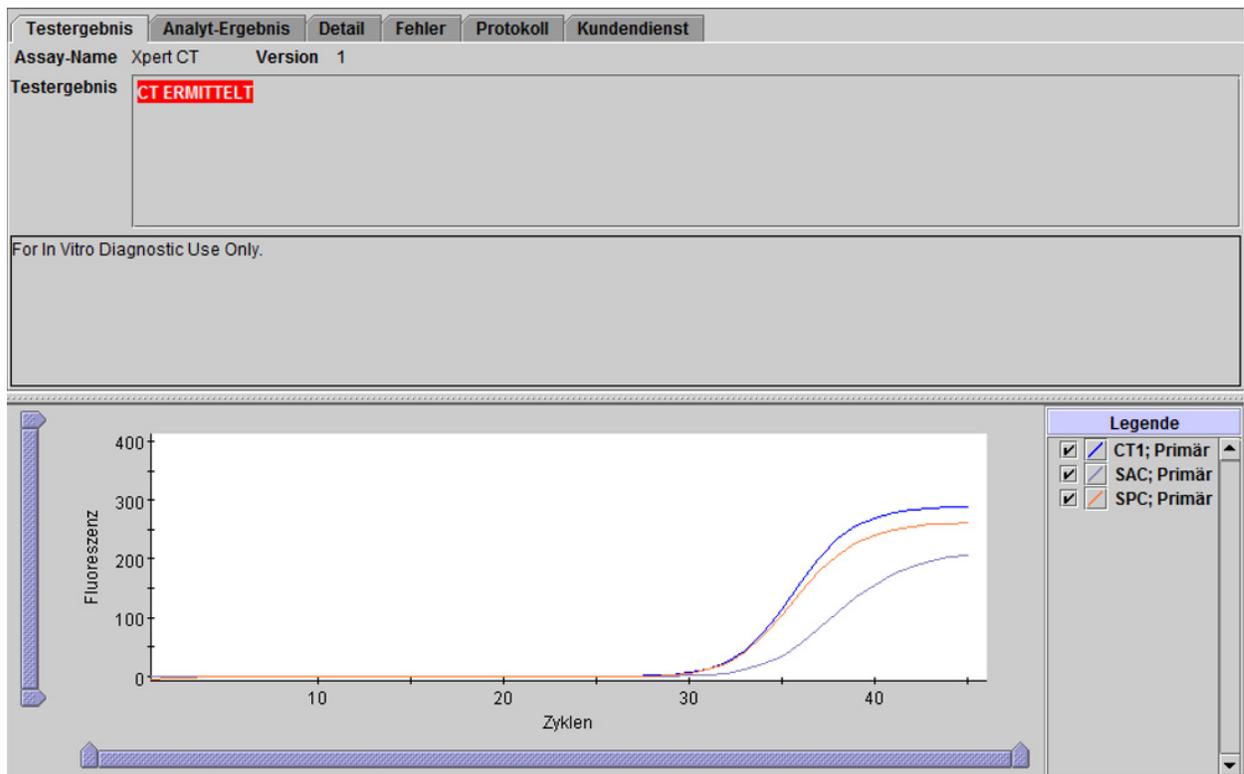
Xpert CT – CT ermittelt
